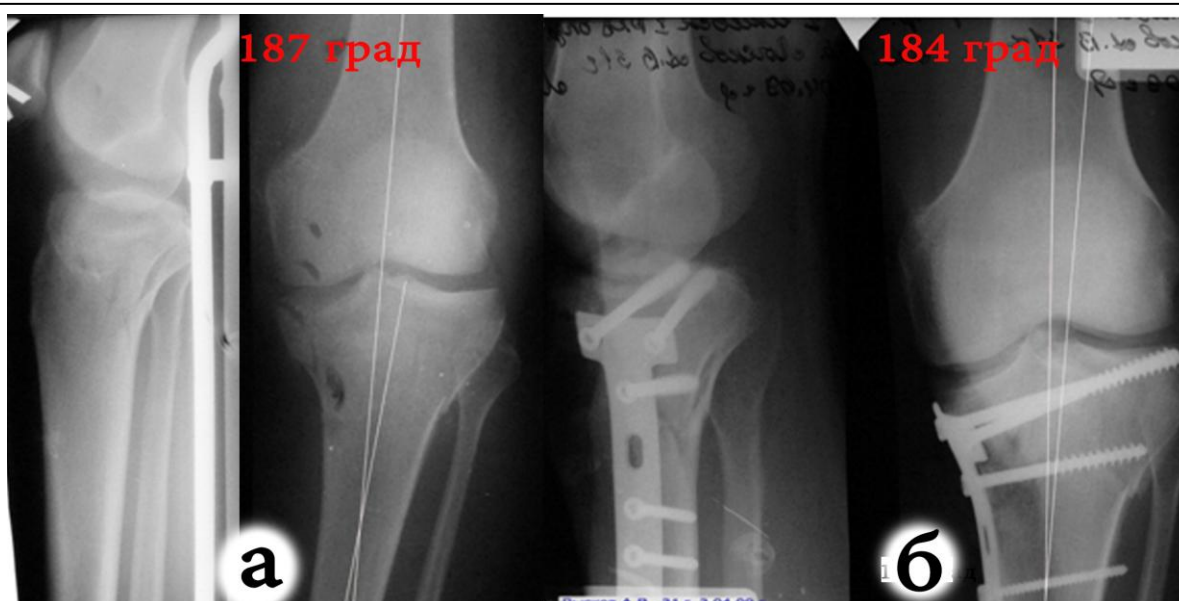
Рентгенограммы больного Л., 31 г.: а) на второй день после травмы на скелетном вытяжении, имеется варусная установка голени; б) после операции; костная пластика зоны импрессии не производилась, варусная установка голени осталась 184 град.
